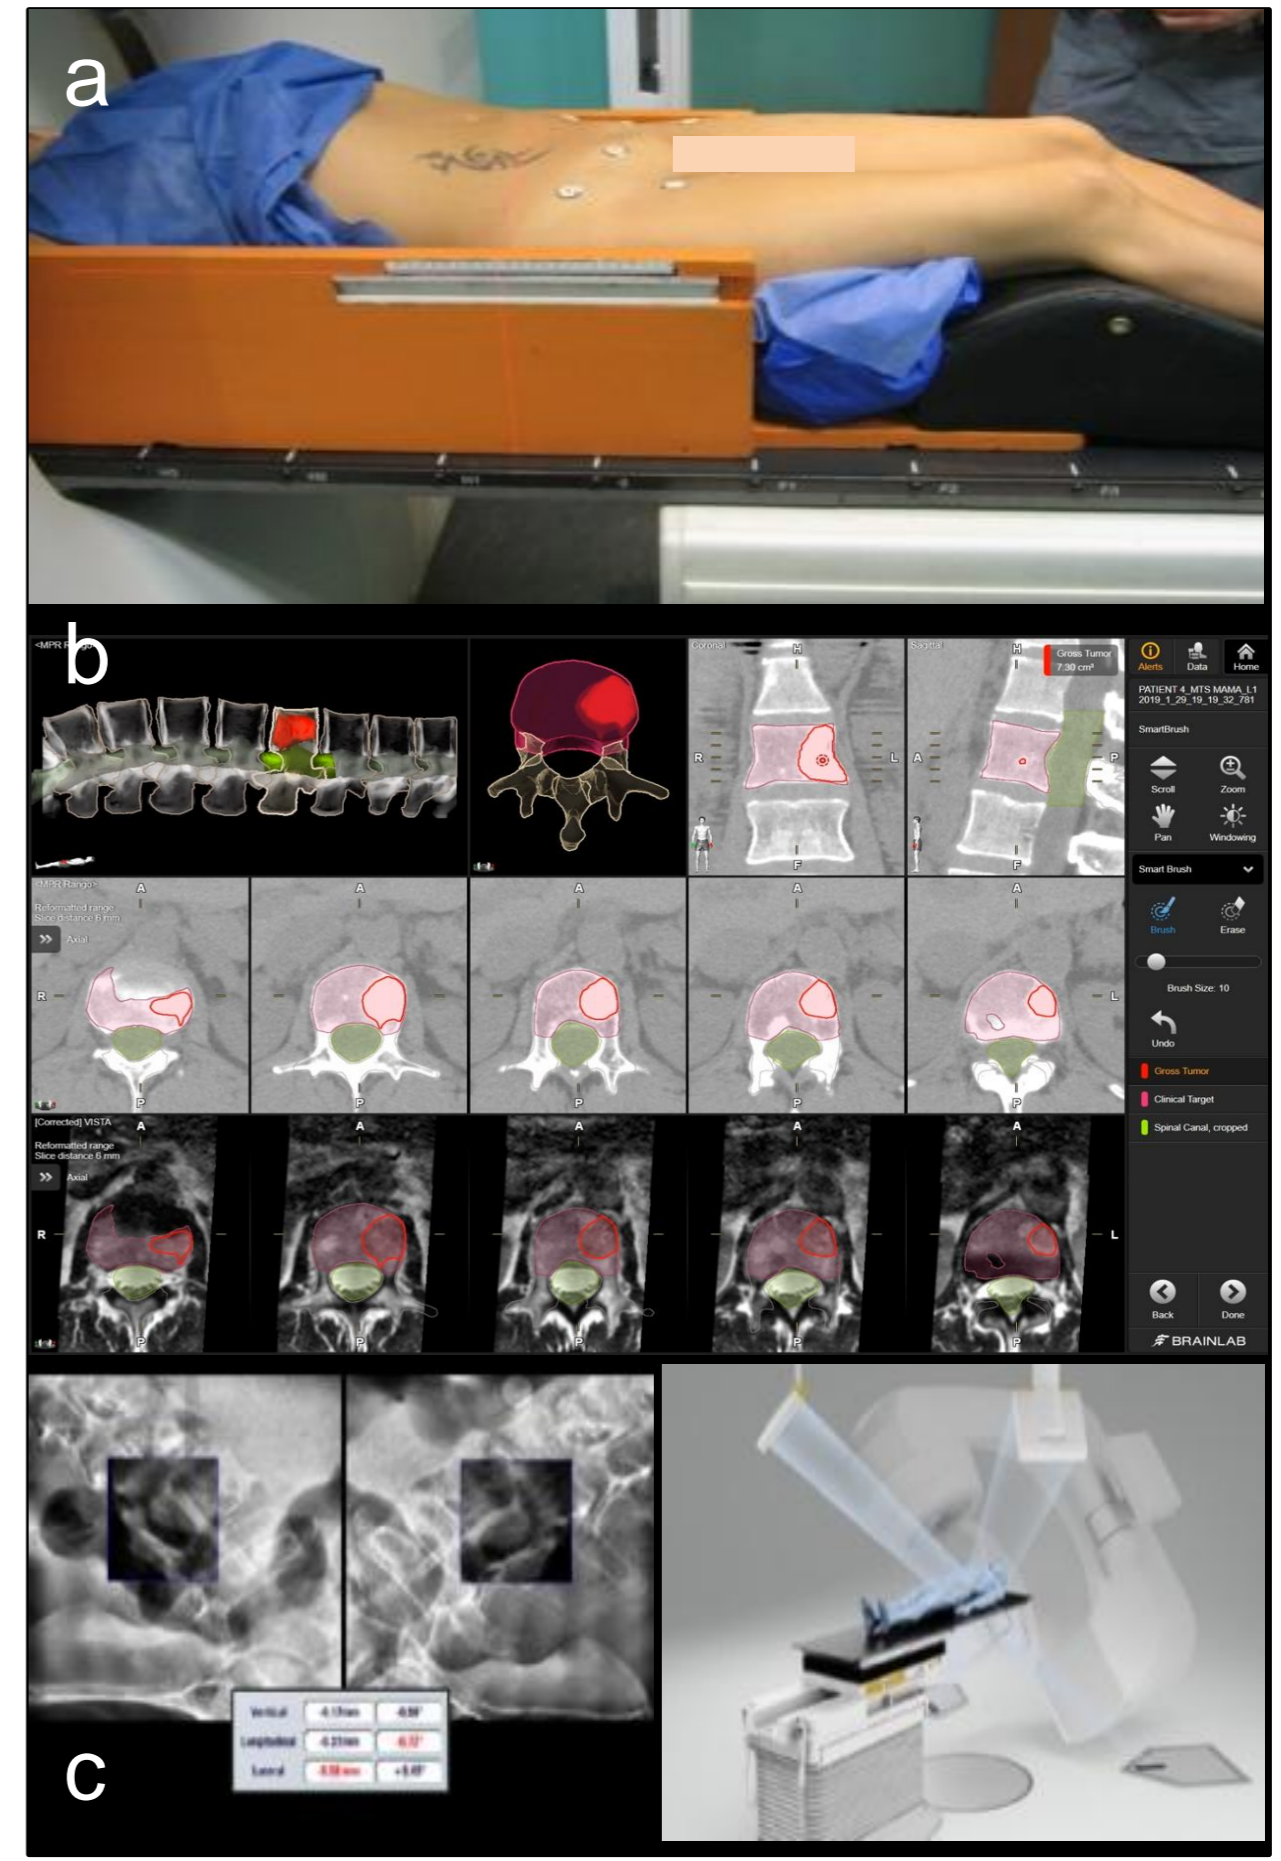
a) Paciente en posición de tratamiento. b) Delimitación de GTV sobre segmentación automática de cuerpos vertebrales y creación automática de CTV. c) Fusión entre imágenes RX estereoscópicas y radiografías digitales
